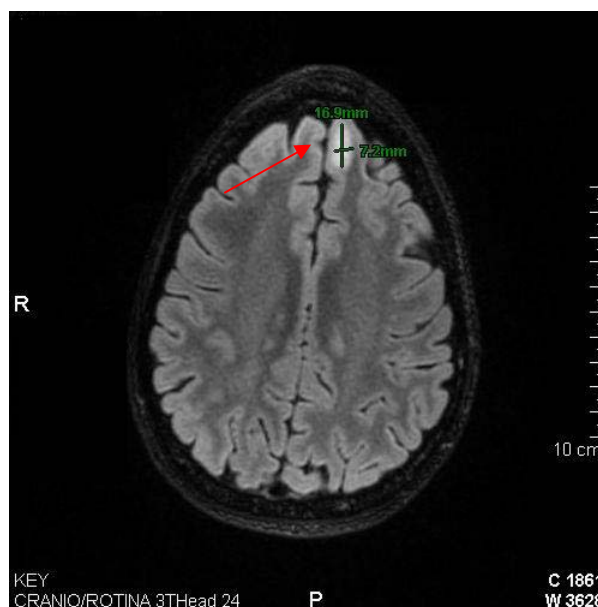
RNM crânio realizada pela paciente Y0352T000. A seta indica área oval com hipersinal em T2/FLAIR e efeito tumefativo na substância branca do aspecto anterior e médio do giro frontal superior esquerdo, medindo cerca de 1,6 x 0,7 cm e sem realce evidente pelo contraste.
